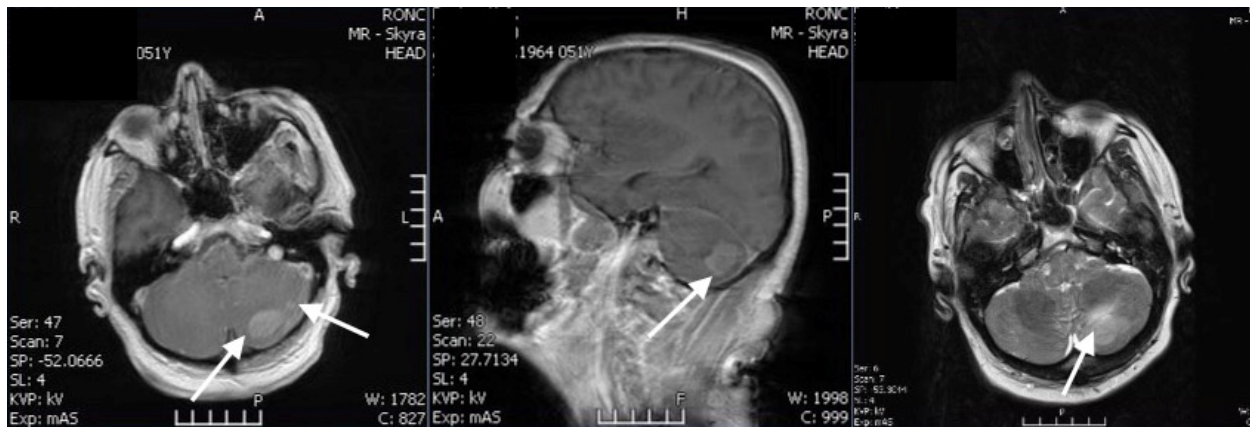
МРТ с внутривенным контрастированием в режимах T2 (А), T2-flair (Б), DWI (В). Образования левой гемисферы мозжечка размерами 2,8×1,6 см и 1,0 см в диаметре (отмечены белыми стрелками).
